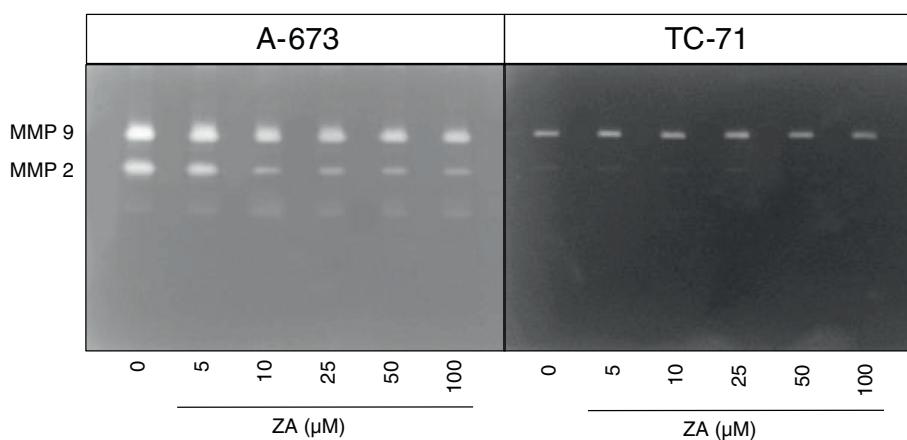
Effect of zoledronic acid (ZA) on MMP activity analyzed by gelatin zymography. MMP-2 and MMP-9 activities were evidenced at the corresponding molecular weight. Subconfluent A-673 and TC-71 human ES cell lines were cultured in the presence or absence of zoledronic acid at increasing concentrations (5 to 100 μM) for the last 24 h of culture. The supernatant was then harvested and the same volume submitted to electrophoresis in a gel containing gelatin (see Methods section).
